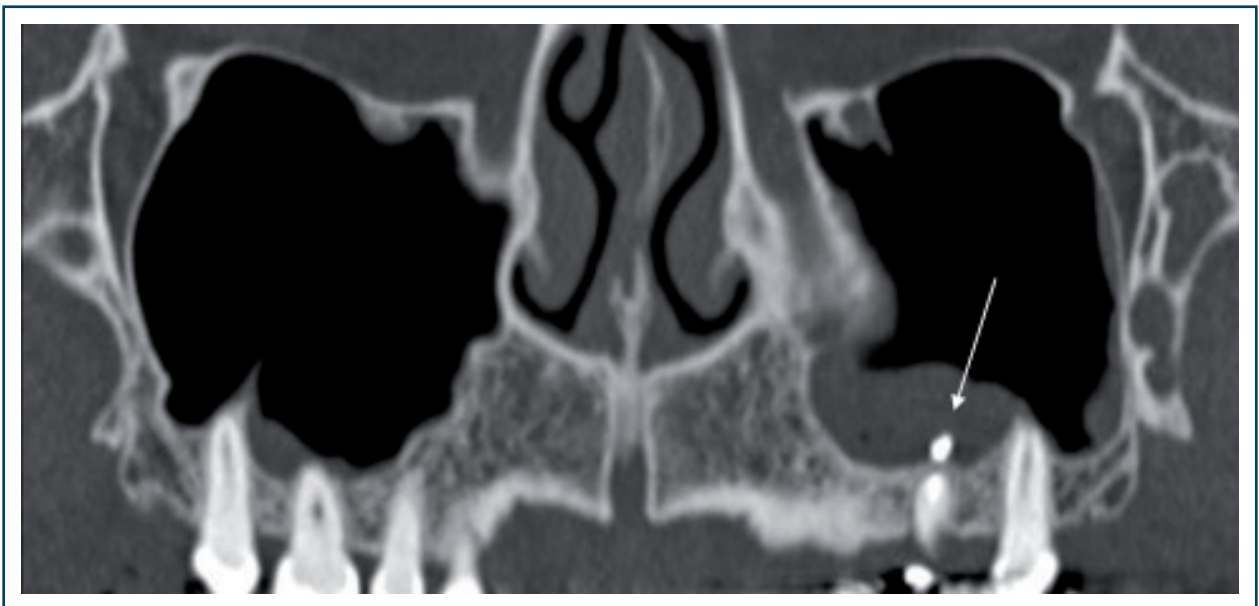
Dépassement apical de pâte dentaire en position maxillaire (TDM).
